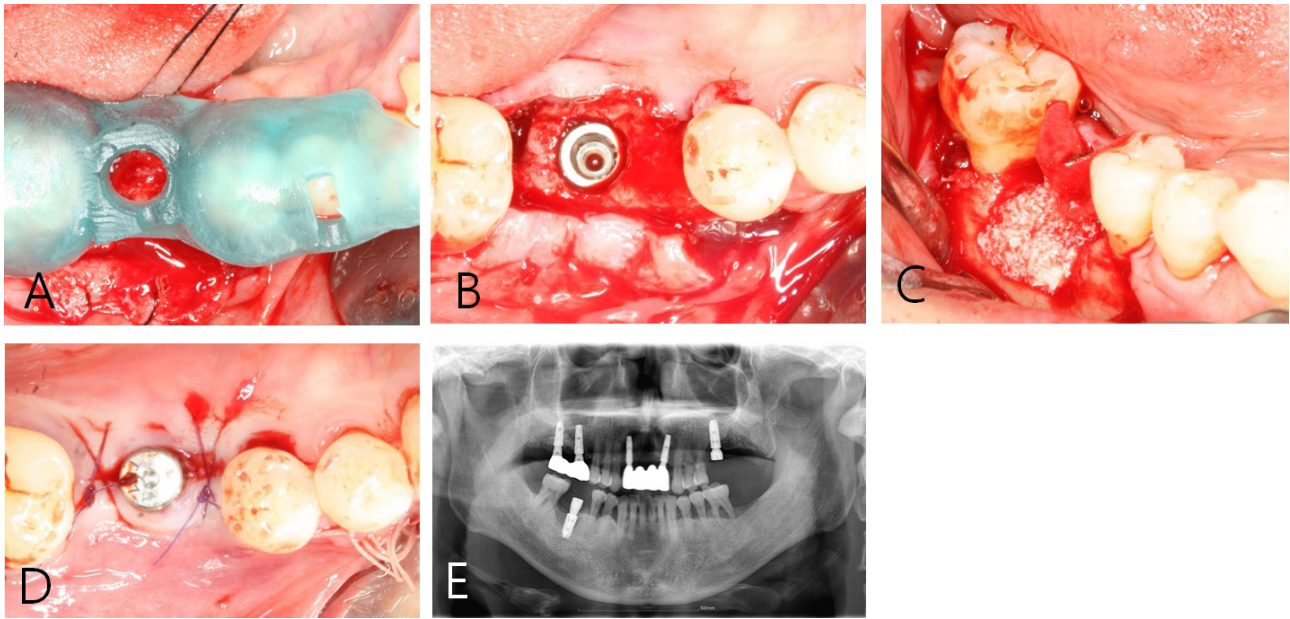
1st stage surgical operation on #46. (A) Application of surgical stent, (B) Implant placement at #46 (Luna S $\Phi 5.0 \times 10$ mm). (C) GBR using xenograt and resorbable collagen membrane. (D) Healing abutment connection. (E) Panoramic radiograph after implant placement on #26 and #46.
